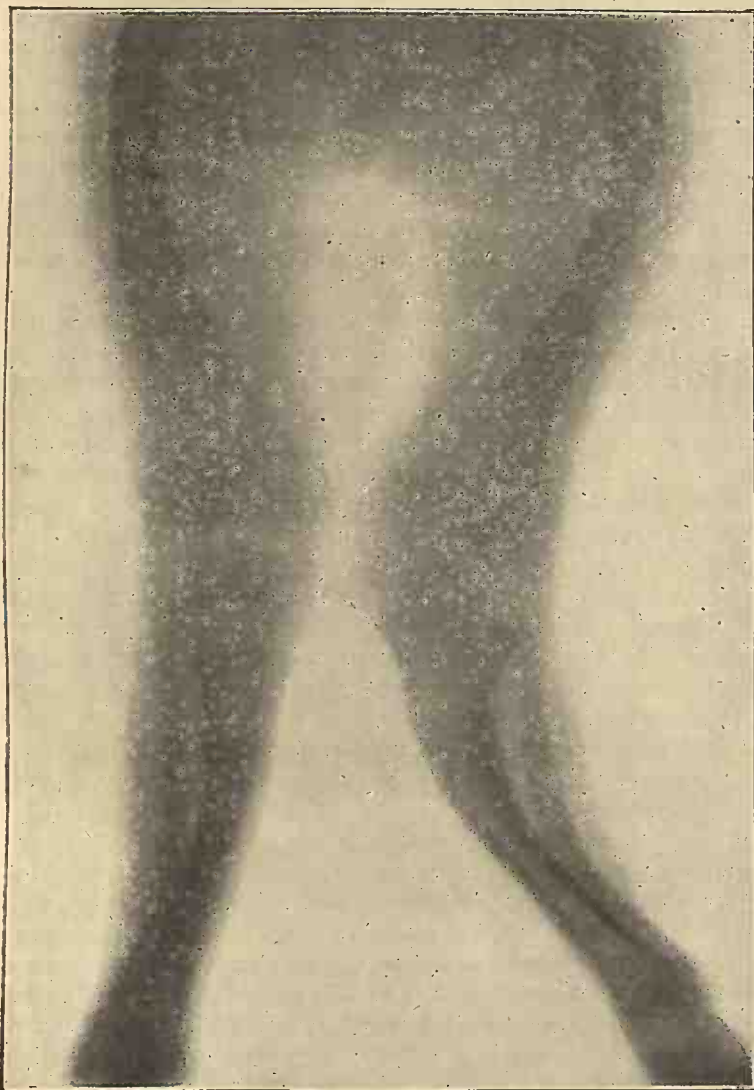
Radiographie des membres inférieurs dans un cas de rachitisme (OMBRÉDANNE).
